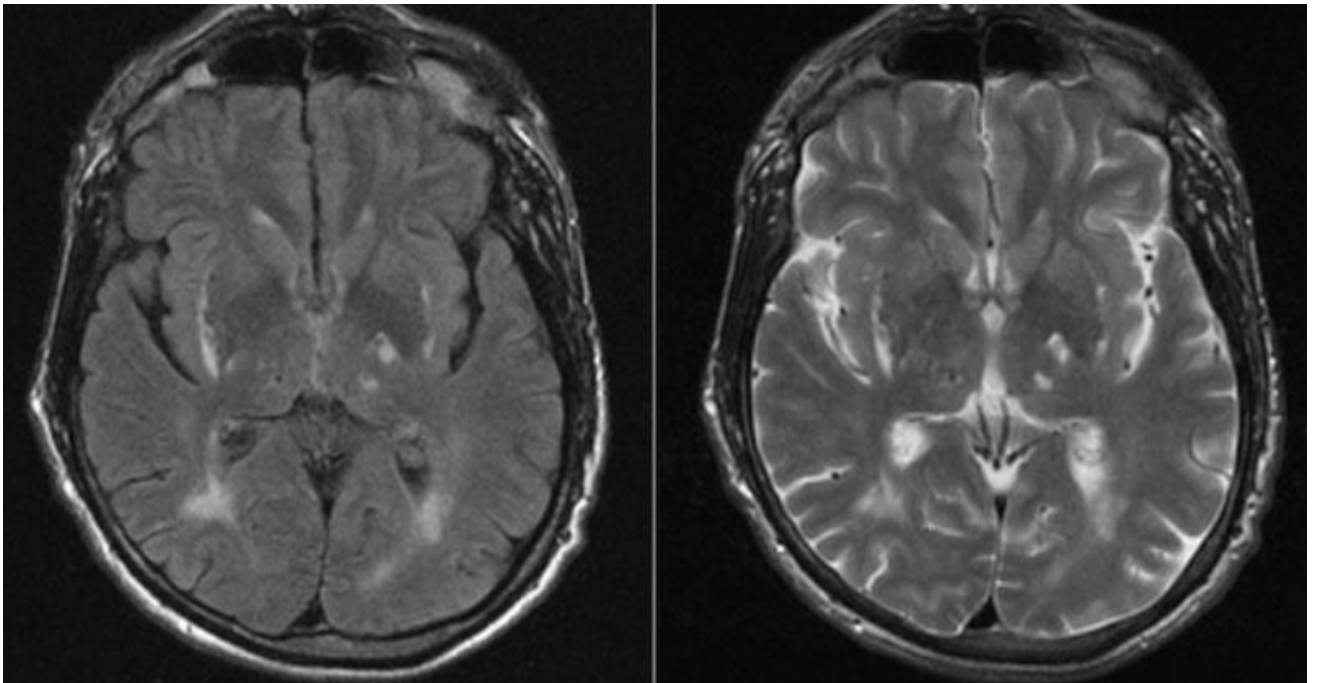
МРТ головного мозга от 12.05.15 пациента X
